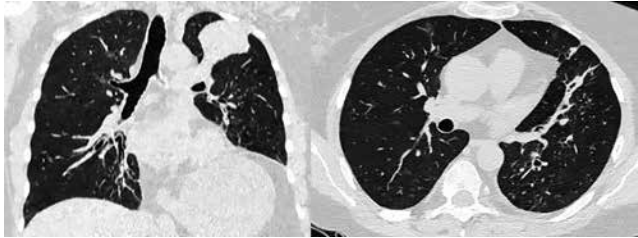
КТ ОГК от 09.02.2022 пациентка Т.
